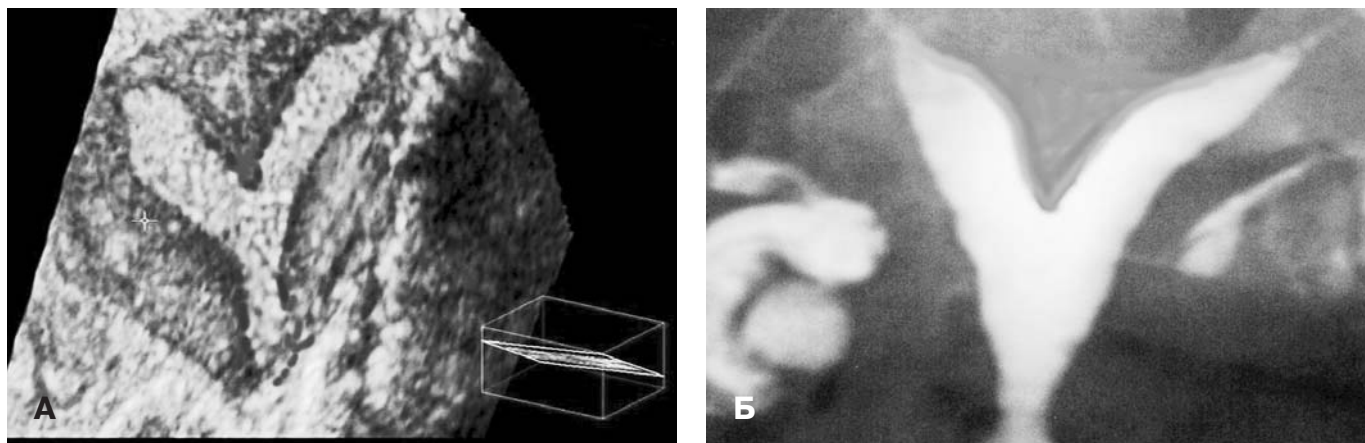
Сопоставление изображений полости матки: ультразвукового (А) и гистерографического (Б) при аномалии развития матки. Матка с полной маточной перегородкой. Расщепленный контур эндометрия представлен в виде двух обособленных маточных рогов, изображение которых полностью совпадает с изображением полости матки при рентгеновской гистерографии.
